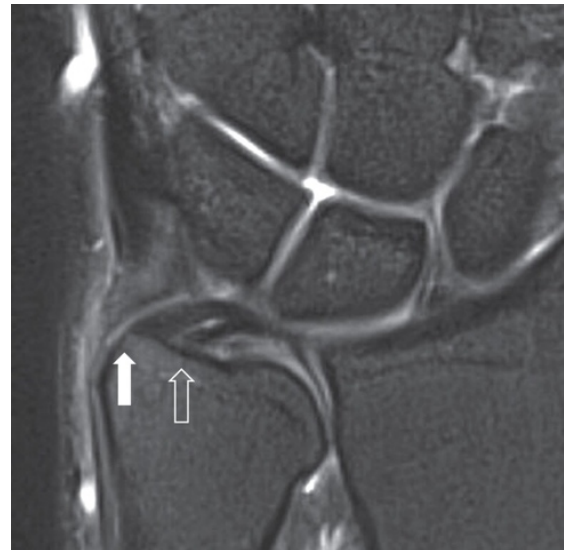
Discus ulnocarpalis (TFC) in einer koronalen MRT (PDw FSE fs). Der ulnoproximale Zügel (Pfeil) und der ulnodistale Zügel (offener Pfeil) sind in der Schichtebene vollständig dargestellt (Schmitt und Lanz 2015)
